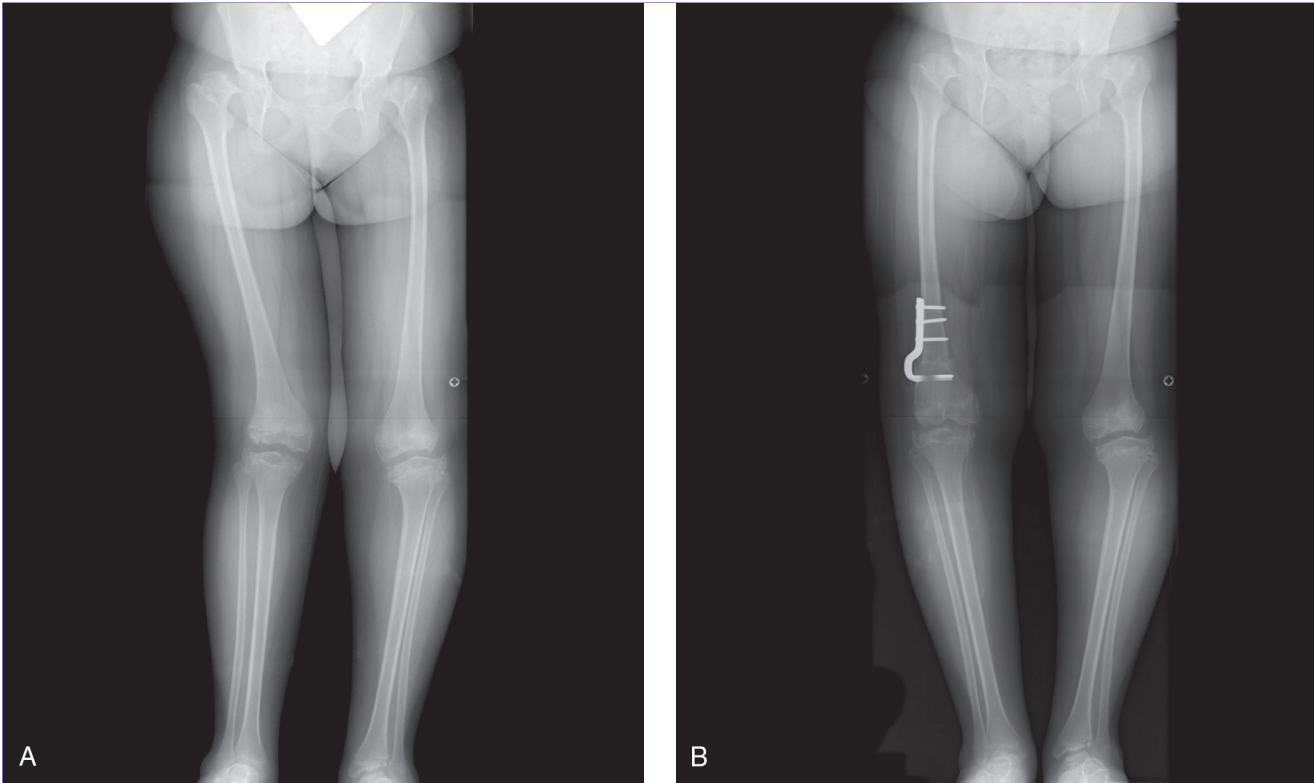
Radiografías de un paciente con displasia espondiloepifisaria. A, Proyección anteroposterior ortostática de cadera a tobillo preoperatoria en la que se aprecian las típicas irregularidades epifisarias y evidente desviación de las rodillas en valgo. B, Proyección anteroposterior ortostática de cadera a tobillo postoperatoria del mismo paciente tras osteotomía femoral distal para corregir la deformidad en varo.
